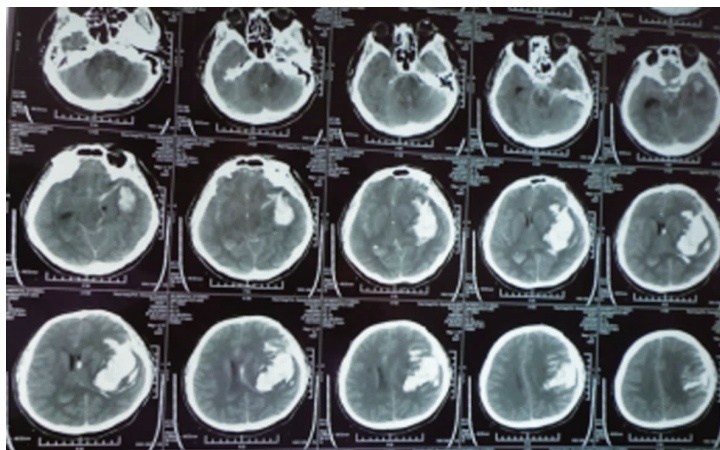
手术前头颅 CT,左额颞部血肿,并破入脑室,蛛网膜下腔出血;
